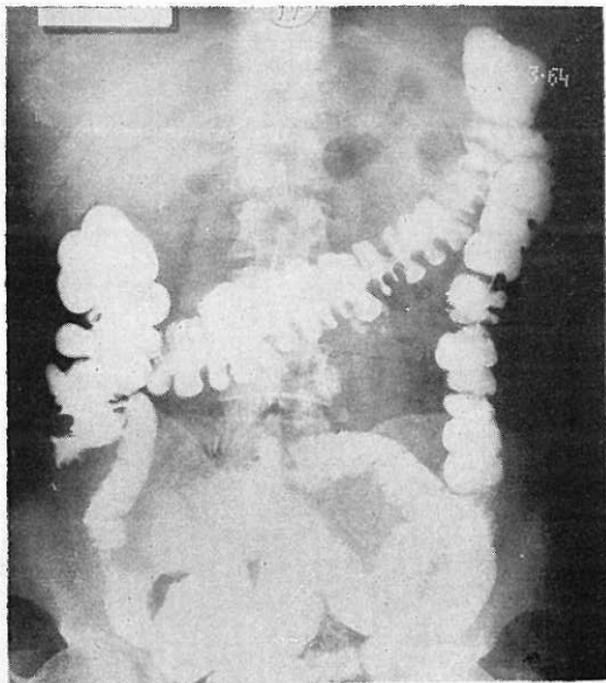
Radiografía del colon en un caso de tiflopendicitis amibiana. Se observa deformación del ciego y configuración crónica del mismo.
